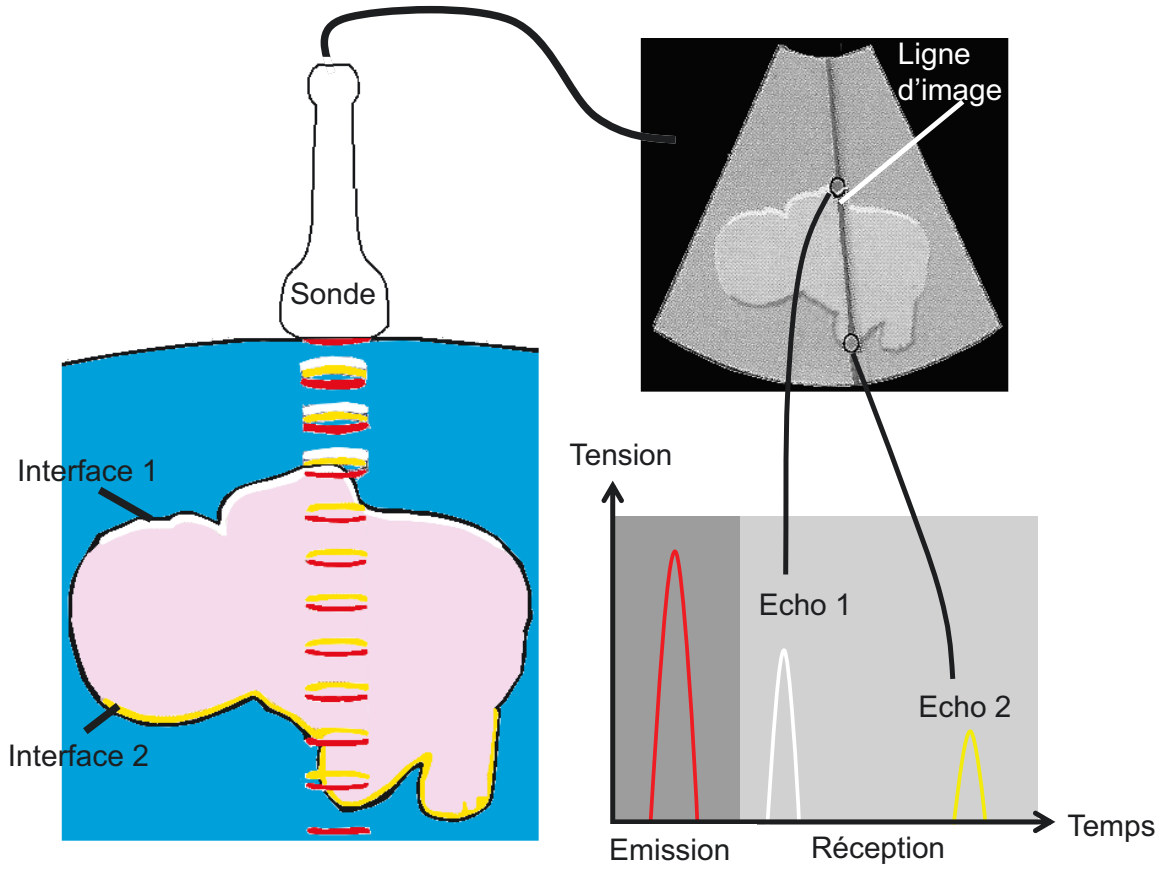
Principe de formation d’une image B-mode – Une ligne d’image échographique est construite à partir des échos des ondes de compression envoyés par la sonde. Ces échos résultent d’une différence d’impédance acoustique (*i.e.* propriété intrinsèque) entre deux structures au sein du milieu étudié.
